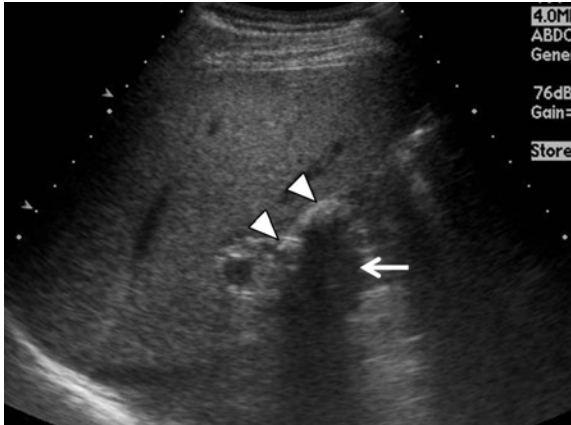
Ultrasonographic right intercostal scan shows stone (arrows head) with posterior acoustic shadowing (arrow).
